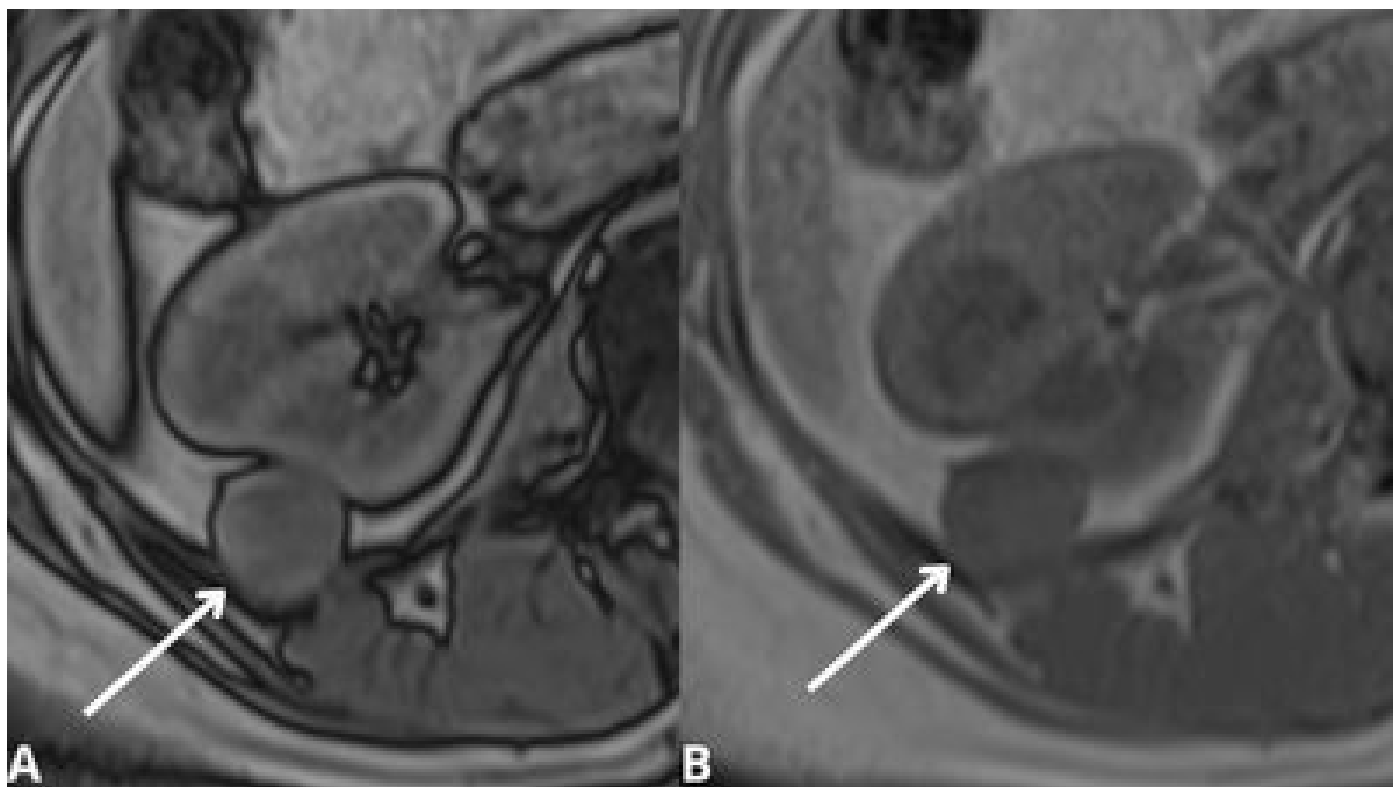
RM, corte axial, T1 GRE de oposição de fase (A) "fora de fase" e (B) "em fase" sem identificação de queda de sinal, sugerindo ausência de gordura intralesional.
